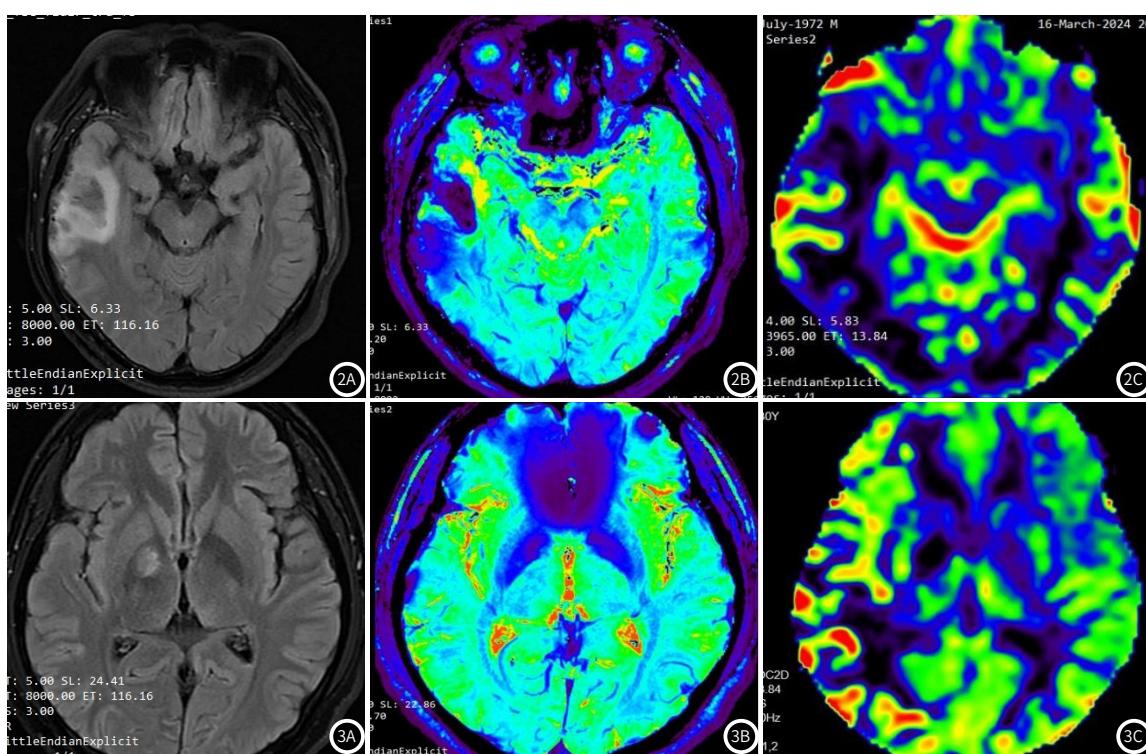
图2C 男, 60岁, 经临床诊断为缺血性脑卒中, 发病1个月后行MRI检查; 2A: 常规序列, 可见右侧脑部可见大片异常信号; 2B、2C: ASL序列, 可见右侧脑部低灌注区。
